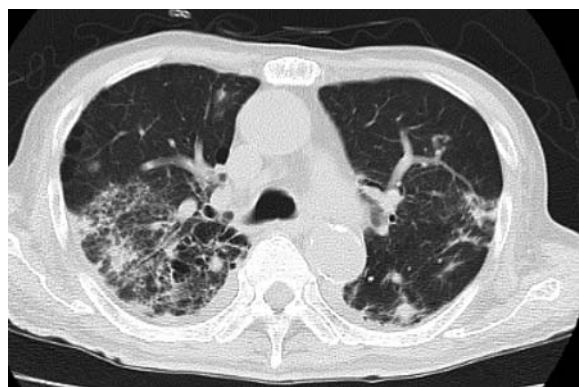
CT showed progressive lung metastasis and carcinomatous lymphangiosis.
